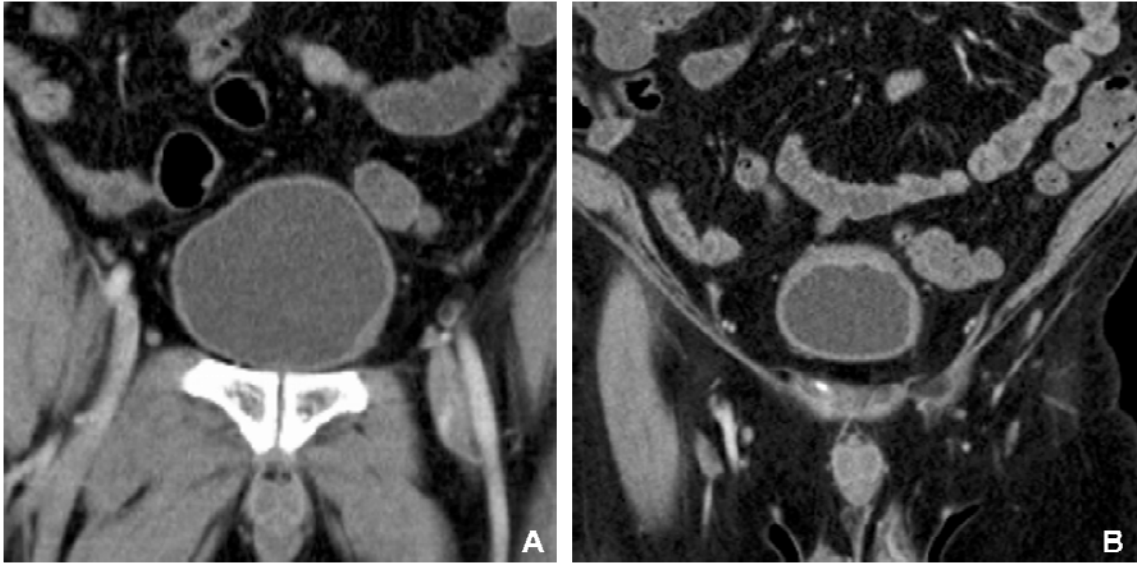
A,B: 42 jähriger männlicher Patient mit intermittierender starker Hämaturie (Grad IV nach Arthur) und nach Entfernung der intravesikalen Koagel mittels Foleykatheter. Die hämorrhagische Zystitis trat nach der Transplantationsphase nach der 2. allo-HSZT bei AML auf (A, B). Beachte auch die moderate diskontinuierliche Blasenwandverdickung in den koronaren CT-Bildern.
